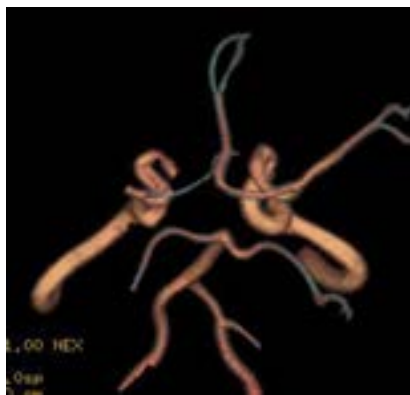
Hipoplazia segmentului A1 de partea stg. (reformat 3D, IRM)
